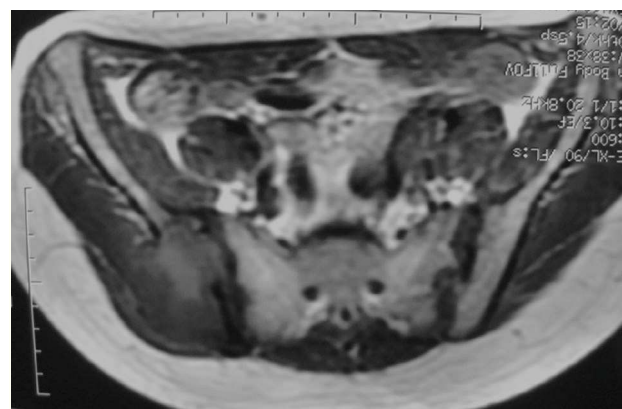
RM en T2. El tumor infiltra el tejido celular subcutáneo.
